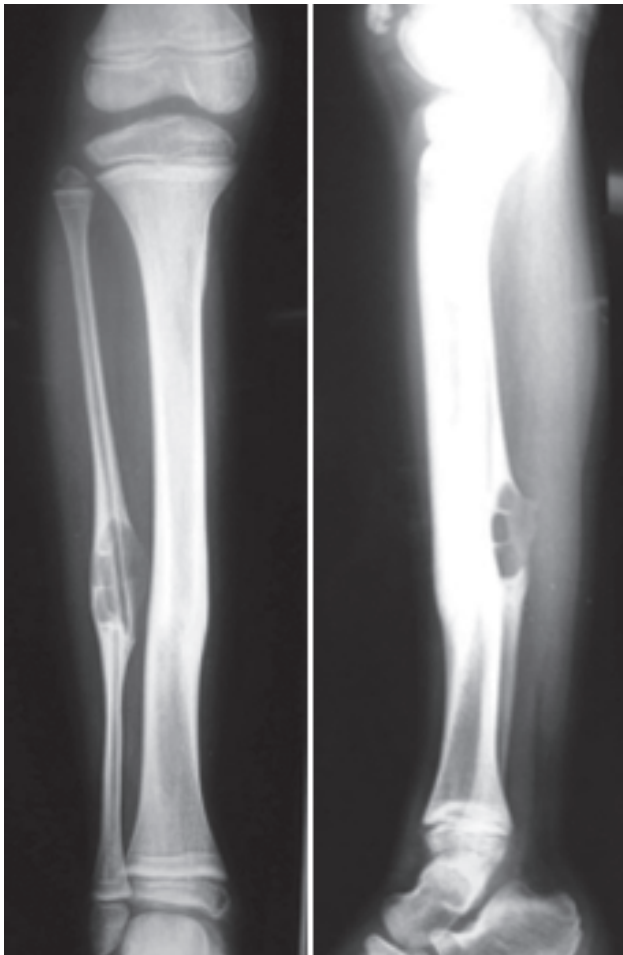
Right leg X-ray showing the compartmentalization of the lacuna
